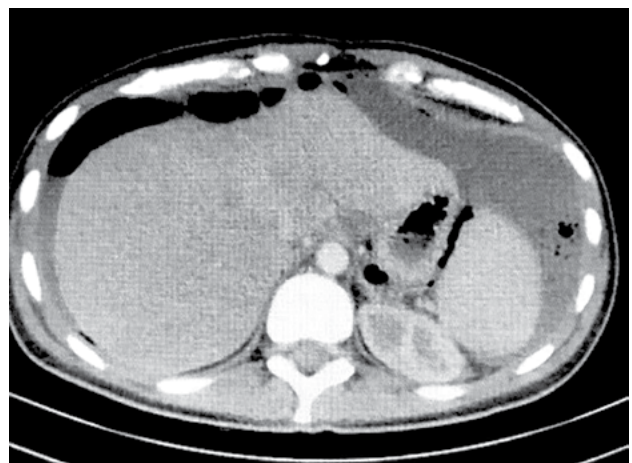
Tomografía de abdomen y pelvis donde se constata líquido libre perihepático.
